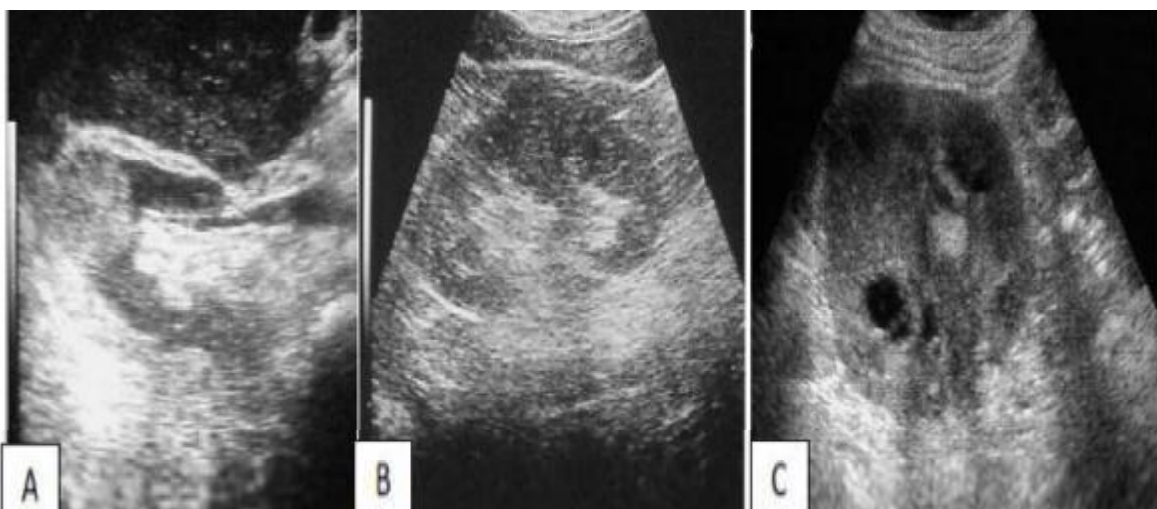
aspect échographique d'un CCR (A: hyperéchogène B: hypoéchogène C: isoéchogène) [184].
